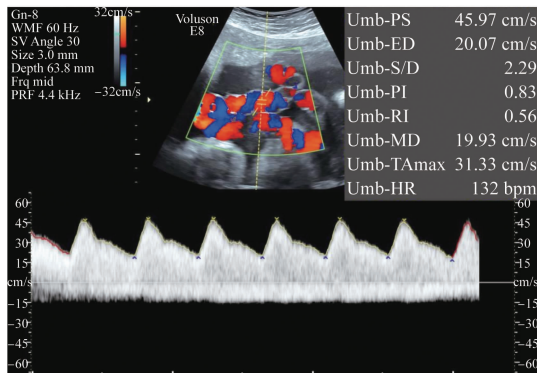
超声提示脐带过度扭转,单脐动脉,因对照其 24 周、27 周及 32 周超声存图考虑此次单脐动脉为继发于左支脐动脉急性闭塞所致,考虑为继发性单脐动脉。
